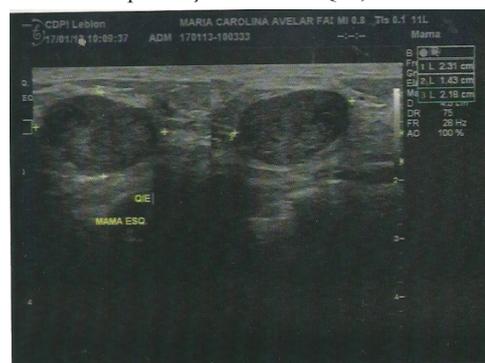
USG das mamas com presença de nódulo em mama esquerda
